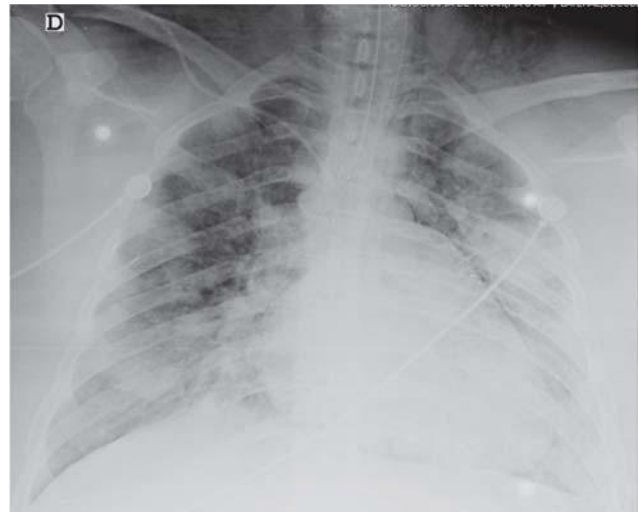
Radiografía de tórax, caso 1.
